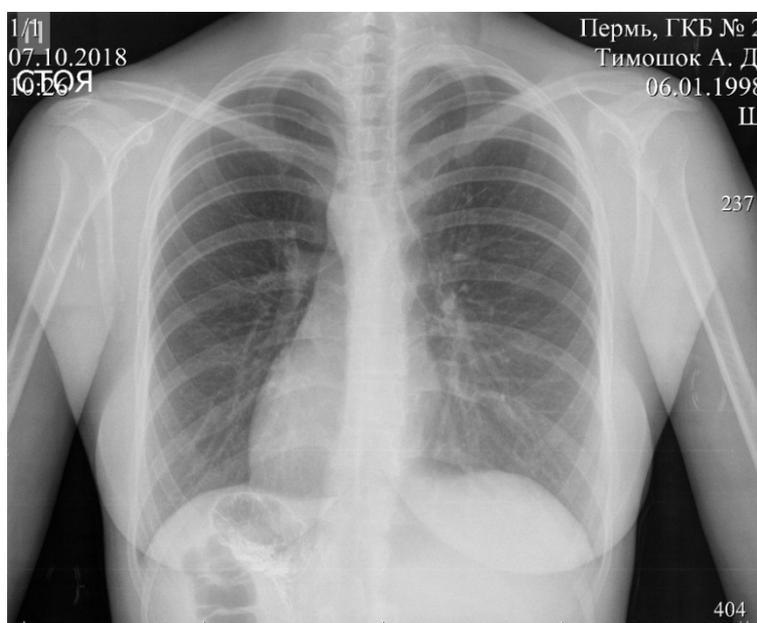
Рентгеноскопия органов грудной полости
